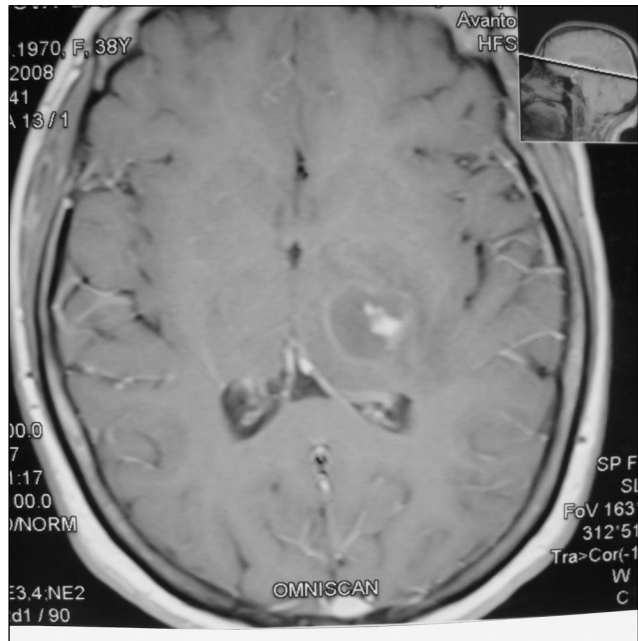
МРТ головного мозга с контрастированием, T1-ВИ, аксиальная проекция
